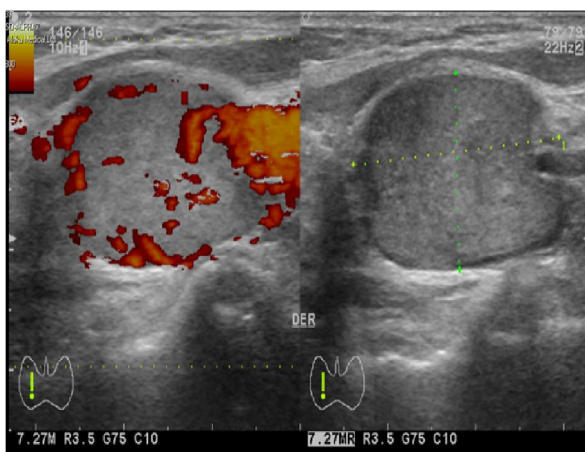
Eco tiroideo en corte transversal: A.- Véase la vascularización periférica de la lesión al efecto doppler. B.- Véanse las características de la lesión: heterogénea, hipoeoica, bordes regulares.
